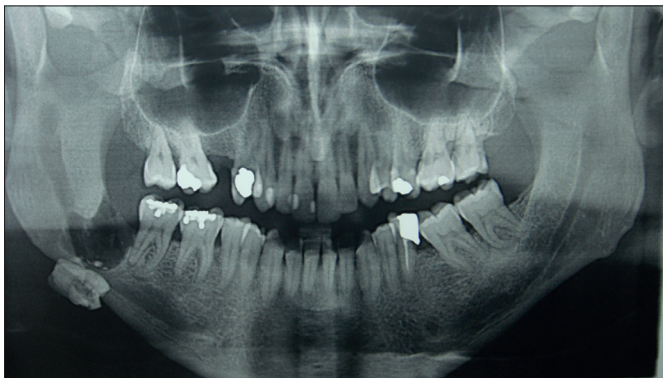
Radiographie panoramique : déplacement de la troisième molaire.
